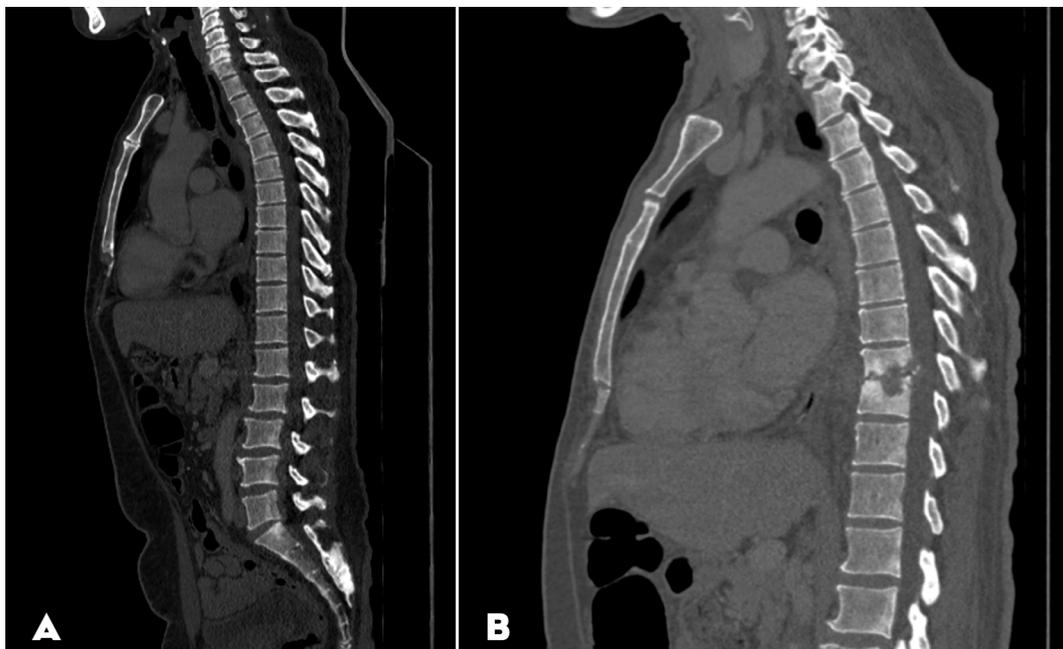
(cortes sagitais de TC) - A demonstra coluna vertebral normal à admissão; B demonstra destruição dos platôs vertebrais inferior de T9 e superior de T10, com redução do espaço intervertebral e colapso posterior.
